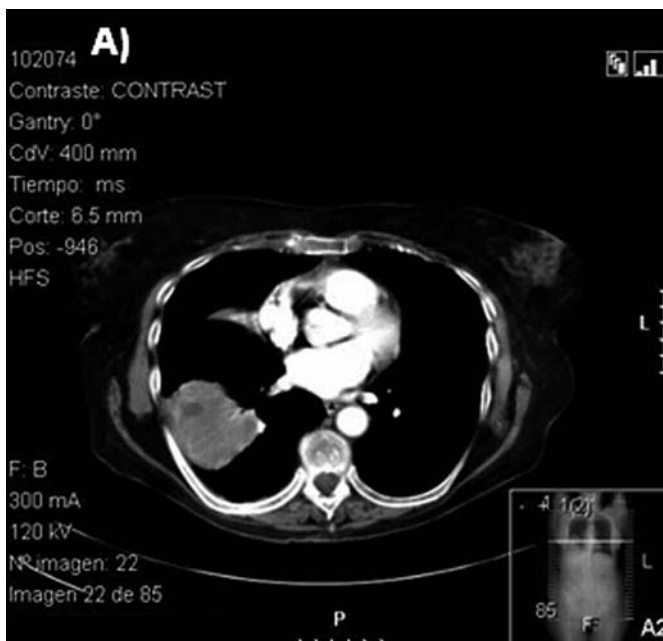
TAC de tórax que muestra masa en lóbulo inferior derecho de 6 x 5,5 cm, con amplia base pleural, heterogénea, presentando áreas de menor atenuación sugestivas de necrosis.
